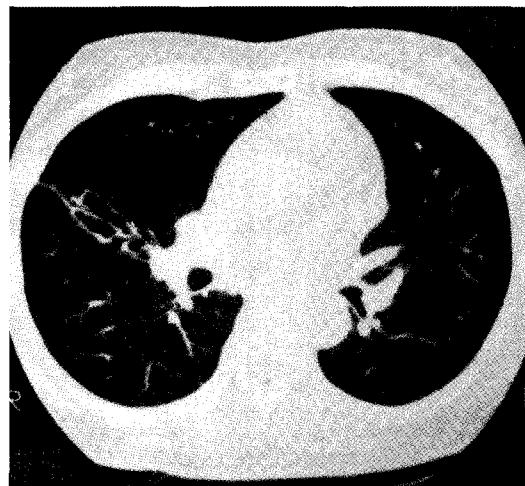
HRCT of the chest showing bronchiectasis in RML.
